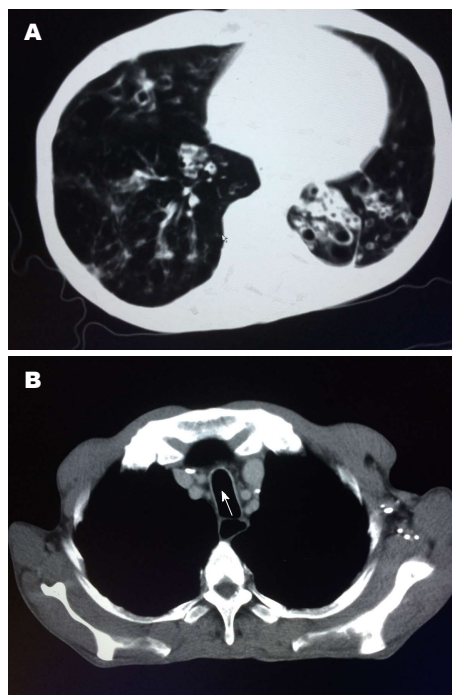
胸部CT的表现. A: 胸部CT示双肺支气管扩张伴感染; B: 肺部CT示剑鞘状气管畸形(箭头处). CT: 计算机断层扫描.
